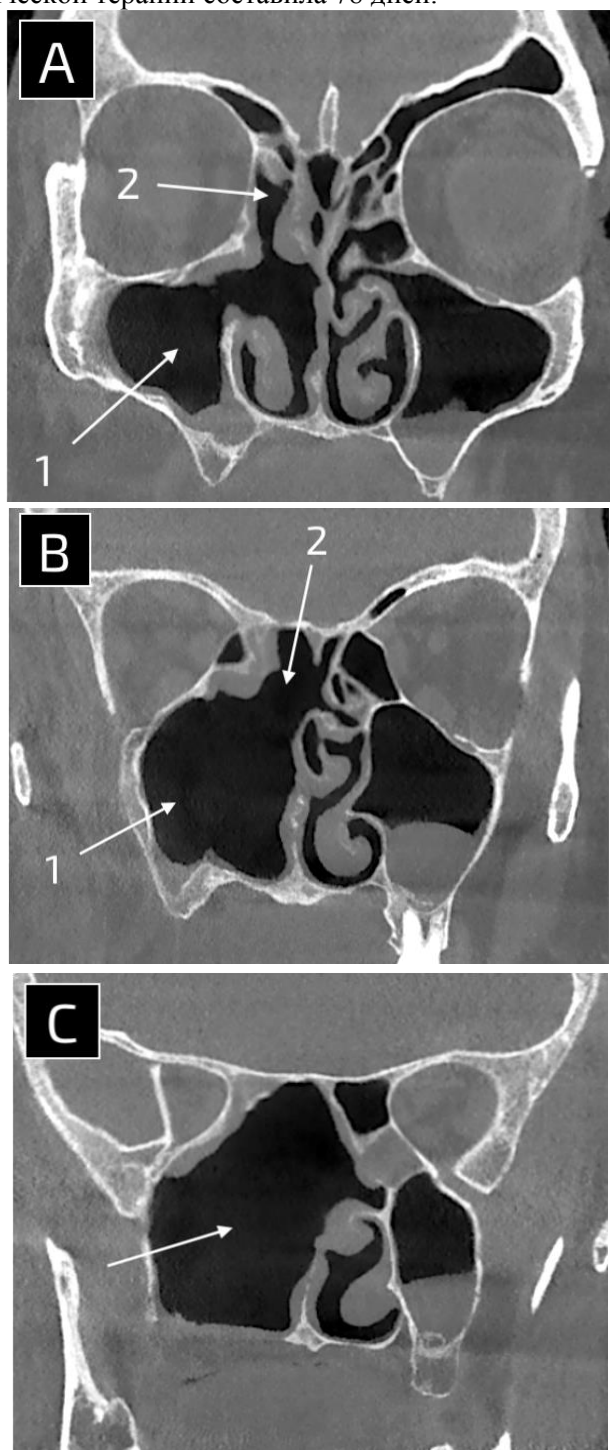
КТ ОНП через 7 месяцев после хирургического вмешательства. А) корональный срез на уровне передних отделов полости носа, визуализируются воздушные верхнечелюстная пазуха (1) и передние отделы решетчатого лабиринта (2). В) срез на уровне средних отделов полости носа, визуализируется единая воздушная полость между верхнечелюстной пазухой (1) и решетчатым лабиринтом (2). С) срез на уровне задних отделов полости носа, визуализируется воздушная послеоперационная полость (стрелка) без признаков воспаления. D) срез на уровне клиновидной кости, визуализируется воздушная послеоперационная полость.
